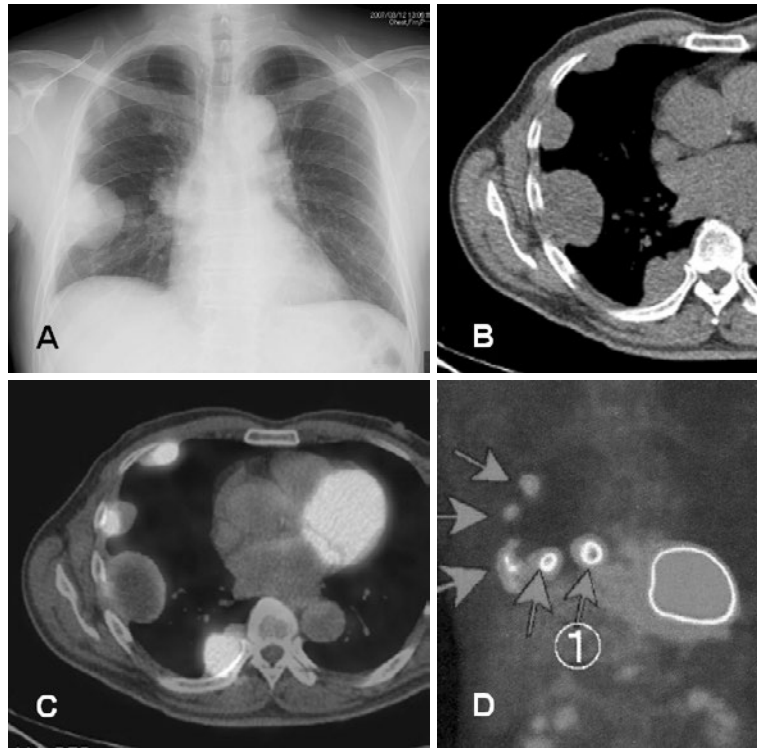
(A) 胸部X線写真. 右肺野に多発する腫瘤陰影を認めた. (B) 胸部単純CT. 右胸腔内の胸壁に接して, 境界明瞭で内部は比較的均一な腫瘤性病変を認め, 胸壁からの立ち上がりはなだらかで胸膜外徴候を呈していた. (C, D) CTで認めた腫瘤性病変. いずれの部位にも一致して集積亢進を認めた (最大 SUV = 12.5).
